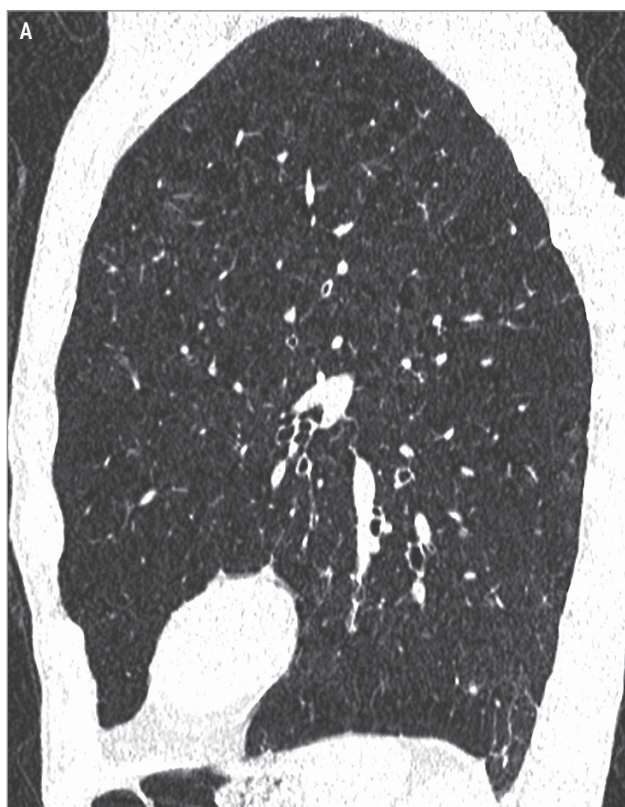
Признаки бронхиальной обструкции: А – компьютерная томография высокого разрешения; Б – рентгенограмма в боковой проекции
